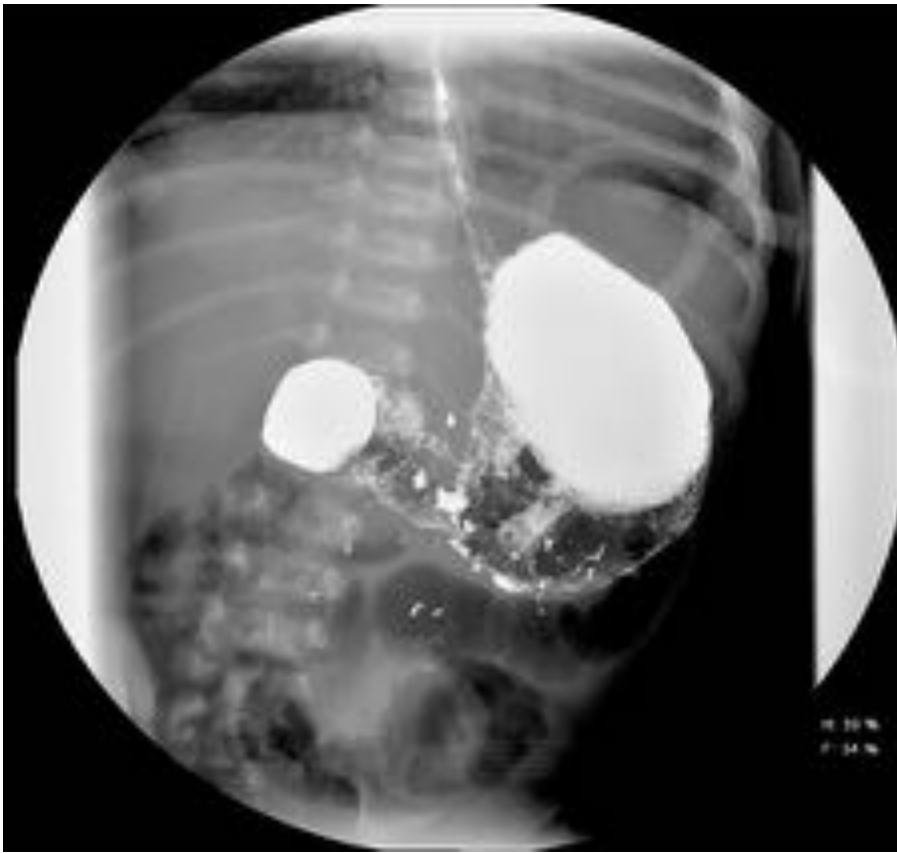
TGI en neonato con vómitos biliosos desde el nacimiento; distensión de primera porción duodenal con escaso paso de contraste. La radiografía simple de abdomen descartaba la existencia de atresia duodenal por presencia de aire distal, la ecografía de abdomen no mostró hallazgos significativos. La paciente fue intervenida a las 48 horas confirmándose la existencia de membrana duodenal y realizándose duodenoduodenostomía.
